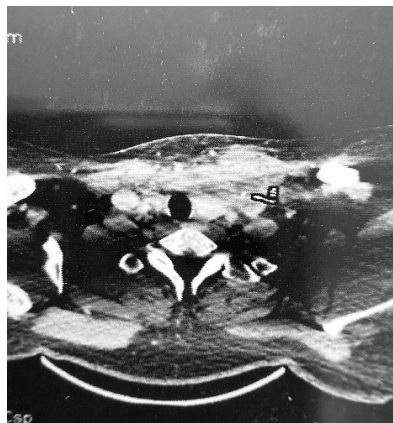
Стороннє тіло на КТ (аксіальна проекція)
